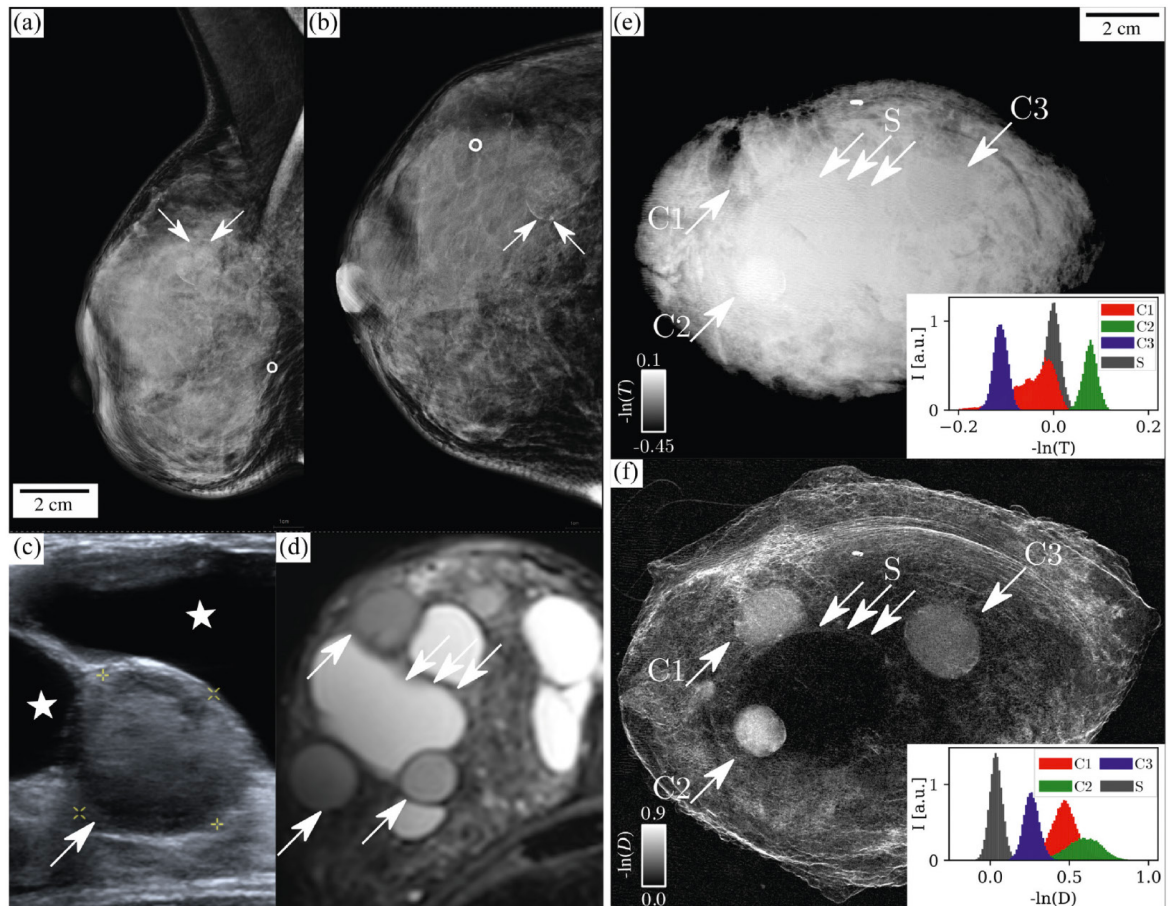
Klinische Zweiebenenmammographie und interferometerbasierte Mammographie bei multizystischer Mastopathie. Klinische Mammographie rechts in MLO- und CC-Projektion (a und b). Der Bereich der Zysten stellt sich in Summation mit dem umgebenden Drüsengewebe sehr dicht dar. Nur eine einzelne komplizierte Zyste ist abgrenzbar (Pfeile). Ultraschalluntersuchung mit komplexer Zyste (Pfeil) inmitten von simplen Zysten (c). Die T2w- fettsupprimierte STIR-MRT-Aufnahme (d) zeigt drei komplizierte Zysten (Einzelpfeile) in Umgebung einer größeren simplen Zyste (Dreifachpfeil). Die gitterinterferometrische Absorptionsaufnahme zeigt entsprechend der klinischen Mammographie dichtes Gewebe mit minimaler Binnendifferenzierung (e). Die Zystenpositionen sind mit Pfeilen markiert. Die Dunkelfeldaufnahme (f) zeigt die größte simple Zyste mit einem deutlichen Signalverlust (Dreifachpfeil) und die komplizierten Zysten mit glatter Randbegrenzung und Signalanhebung gegenüber der Umgebung (C1-3 mit Pfeile). Die Histogramme zeigen die sich überlappende (e) und die differenzierte (f) Signalverteilung im Bereich der Zysten. (Hellerhoff und Gottwald et al. 2025)
